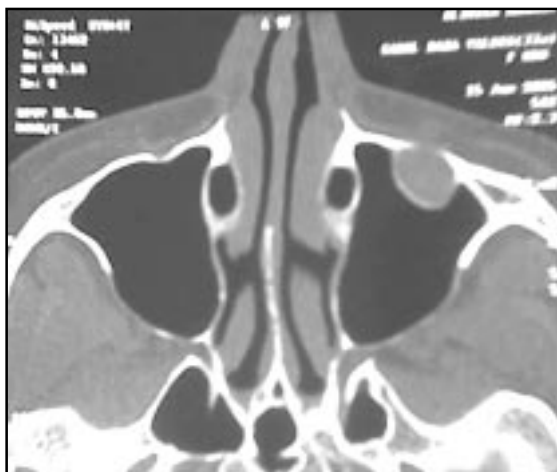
TC de senos paranasales.
